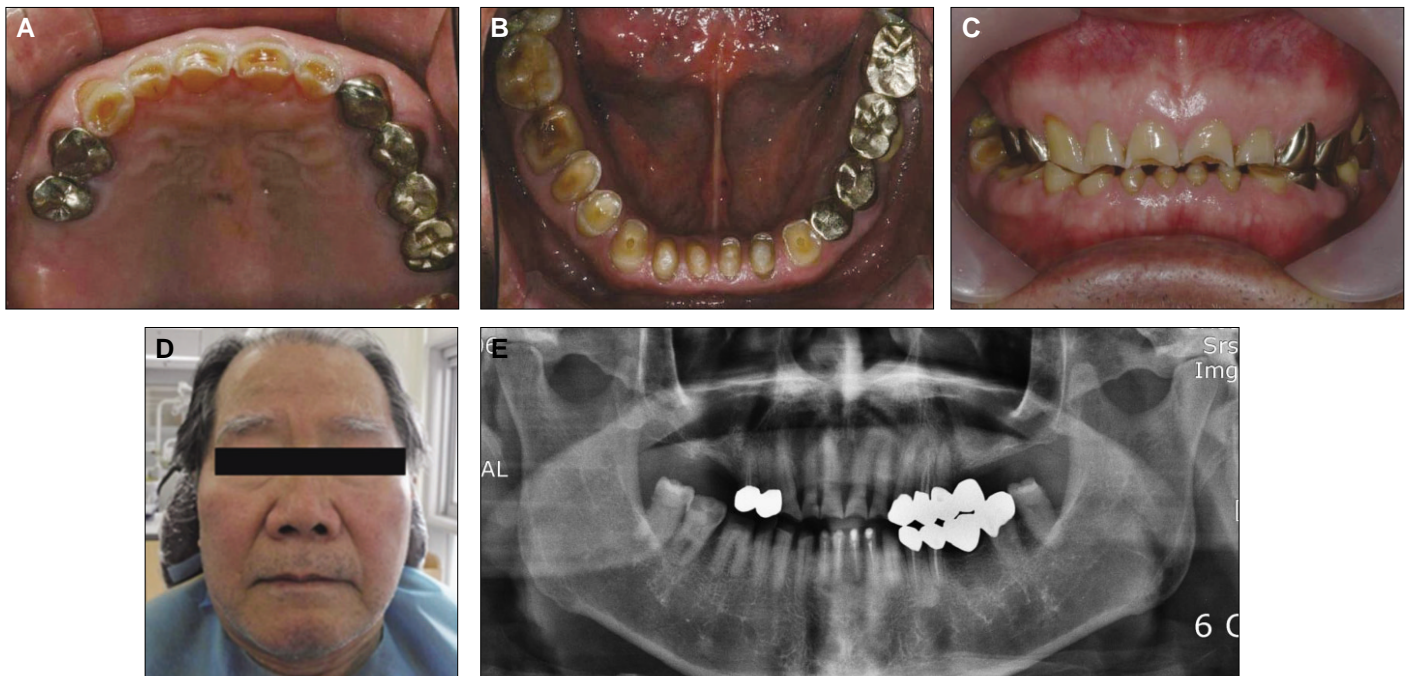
Initial photograph. A: Maxillary occlusal view, B: Mandibular occlusal view, C: Frontal view, D: Extraoral view, E: Radiograph panoramic view.
